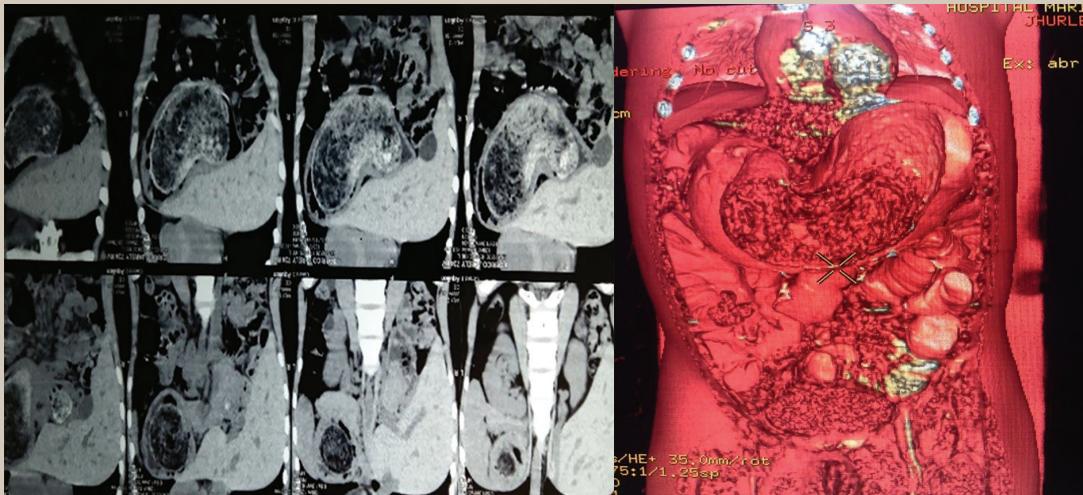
TAC de abdomen con contraste
